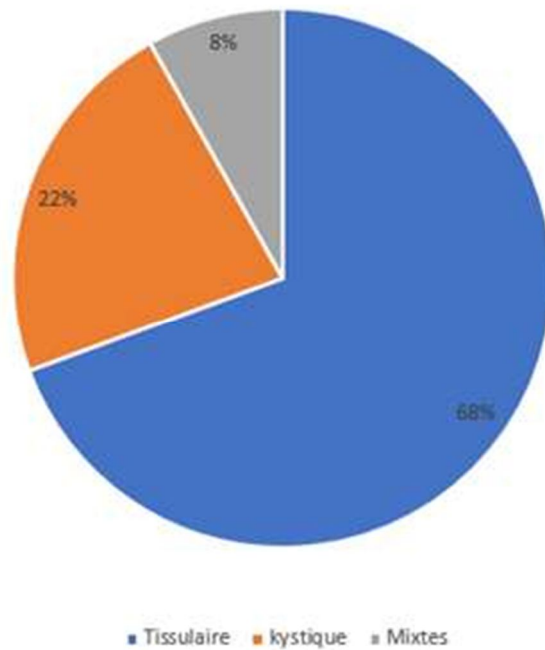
Répartition des patients selon la nature tomographique de la tumeur
